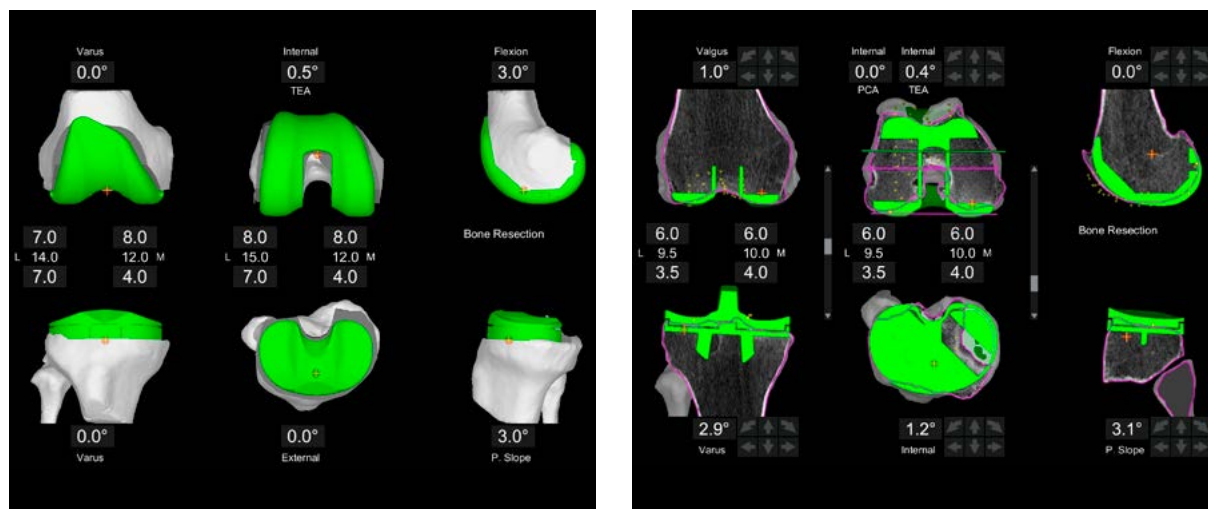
Präoperative Planung, welche auf segmentierten CT-Schnitten des Patientenknies basiert und für Femur und Tibia jeweils in drei Ansichten (anterior-posterior, koronar und seitlich v.l.n.r.) dargestellt wird. Links: Planung anhand der mechanischen Achsen, rechts: individualisierte Prothesenposition anhand der präarthrotischen Situation.
